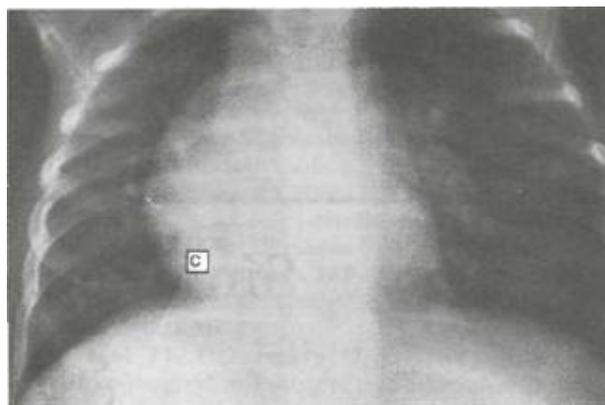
Radiografía simple de tórax anteroposterior mostrando dextroposición cardíaca (corazón desplazado hacia la derecha con ápex orientado hacia la izquierda) y signo de la cimitarra (C = Cimitarra).
